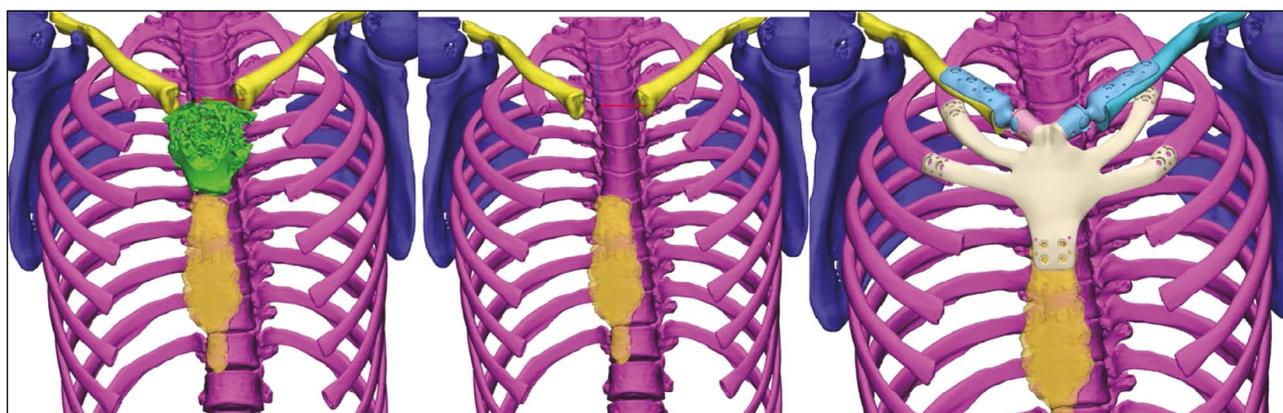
Моделирование хирургического вмешательства по данным КТ-исследования пациента Г.
